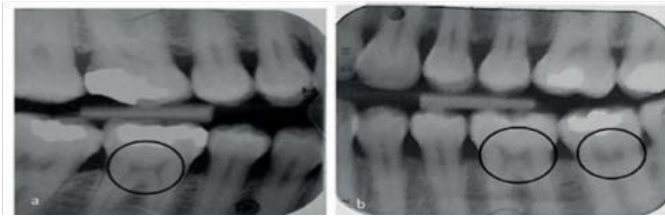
a) „Röntgenaufnahme (Vitamin-D-Mangel)“, b) „Röntgenaufnahme (normales Vitamin-D-Niveau)“⁽⁸⁷⁾
